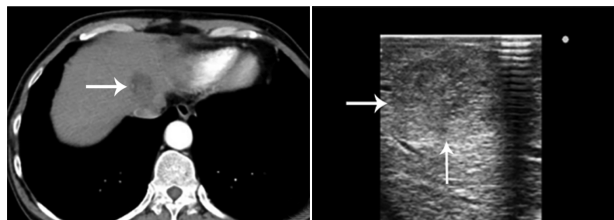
增强CT显示动脉期肿瘤轻度强化(箭头示) 图6 术中腹腔镜超声显示肿瘤为边界清楚的团状稍强回声(箭头示),周边见包膜回声,内部见多个小片状低回声区
